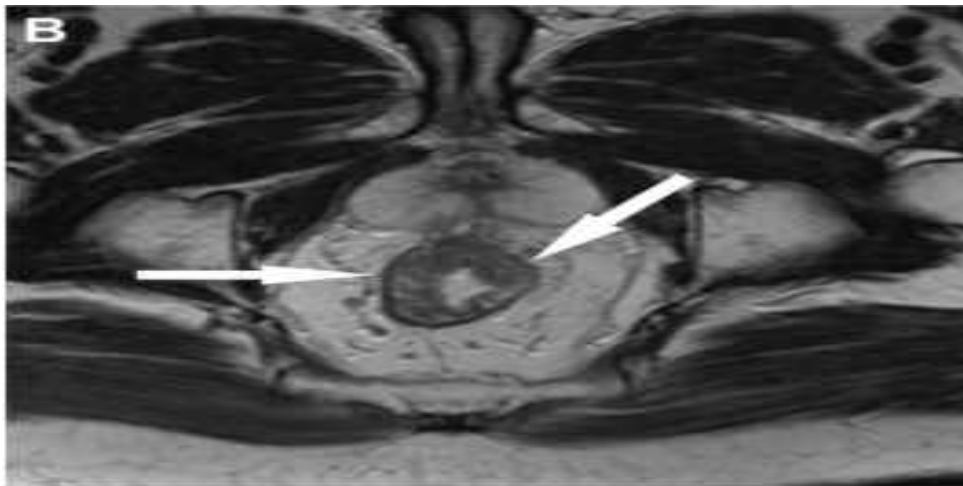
L'IRM pondérée en T2 dans le plan axial montre un épaissement en iso signal, asymétrique et hétérogène de la paroi rectale (flèche) [173]
